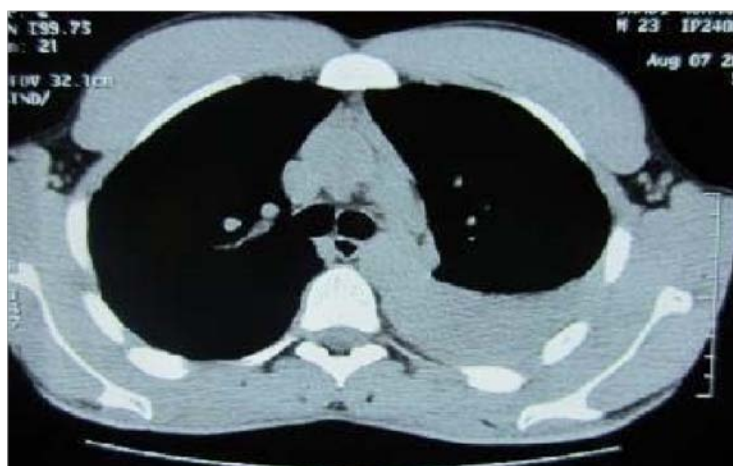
TDM thoracique :Hémothorax.
